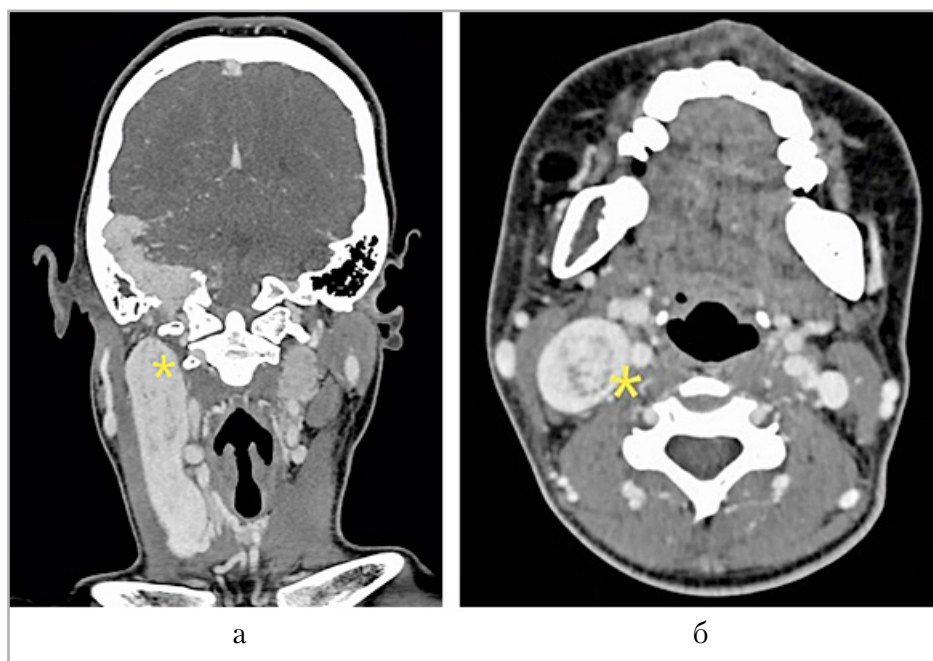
Мультиспиральные компьютерные томограммы с внутривенным болюсным контрастированием: *а* — коронарная проекция; *б* — аксиальная проекция: в проекции пирамиды правой височной кости с распространением в правую внутреннюю яремную вену определяется объемное образование неоднородной структуры с признаками неравномерного накопления контрастного препарата (*желтые звездочки*)
